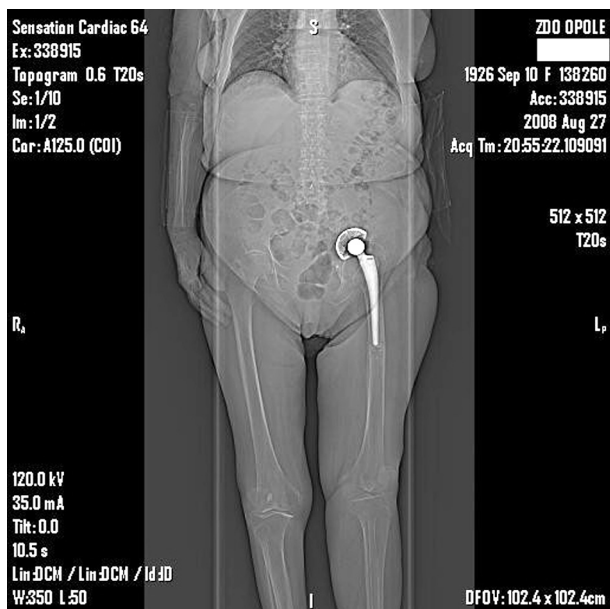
Obraz angio-TK. Uszkodzenie tętnicy biodrowej wspólnej lewej spowodowane zwichnięciem panewki lewego stawu biodrowego. Tętnica udowa nie uległa zakontraktowaniu
